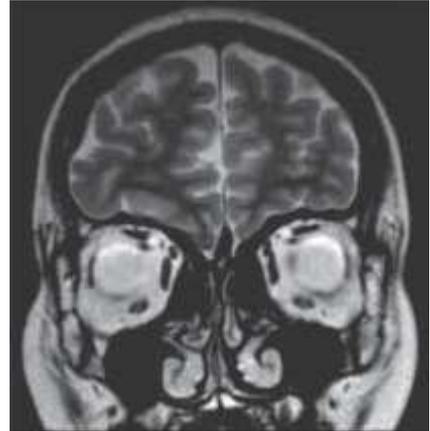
RM secuencia T2 de Región olfatoria: hipoplasia de B.O.D y ausencia de B.O.I
